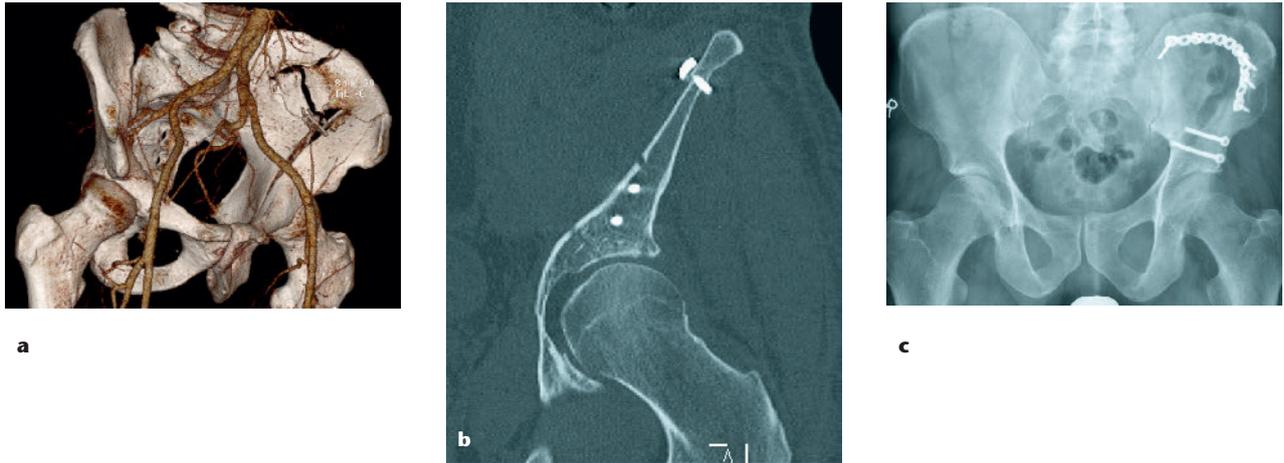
Dislozierte Beckenschauelfraktur mit Einstrahlung in das Acetabulum (a). Das postoperative CT bestätigt die anatomische Reposition ohne relevante Gelenkstufe oder -lücke (b). Verheilte Fraktur 3 Monate nach offener Rekonstruktion mit Platte und Einzelschrauben über Ilioinguinalen Zugang (c).
